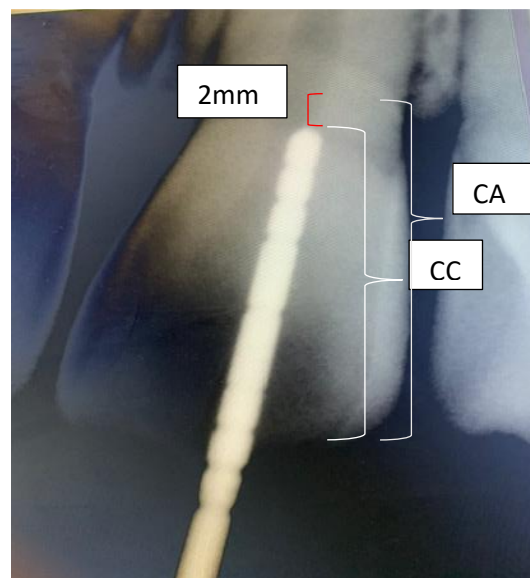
Radiographie rétroalvéolaire en technique parallèle avec sonde en place.
